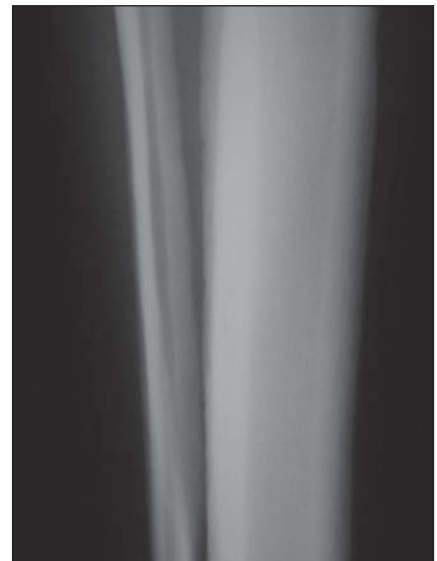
Radiografia da perna direita do caso 2. Reação periosteal lamelada e espessamento cortical da tíbia e da fíbula.
